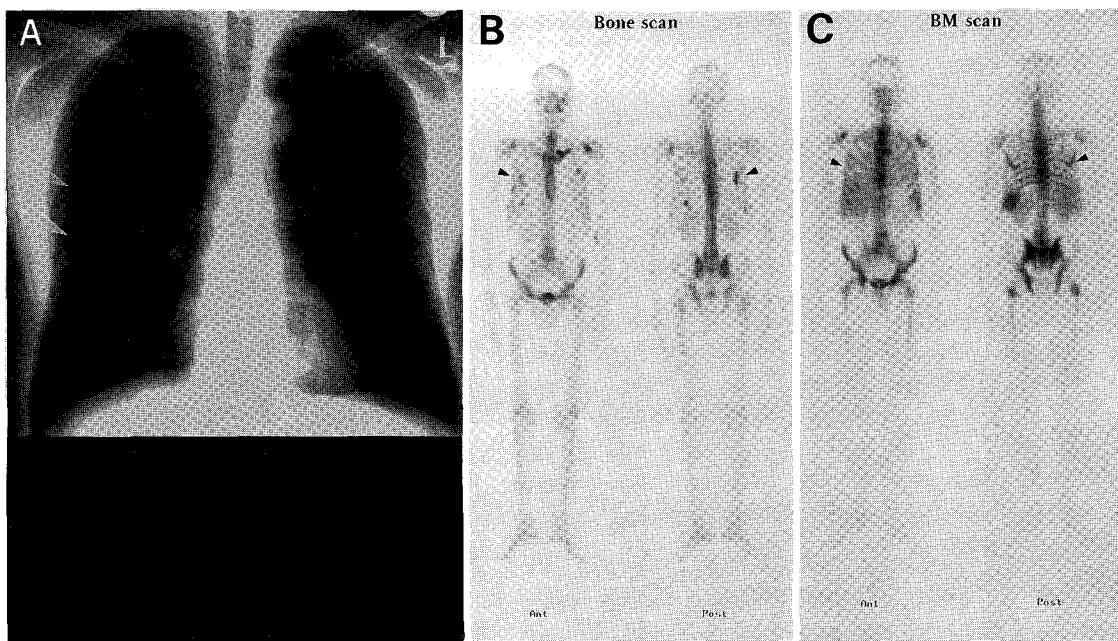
Case 3. 57 year old male (stage III). Fig 5A: Multiple rib fractures were noted in chest radiograph (white arrow). Fig 5B : Bone scan showed more extensive involvement in both sides of rib (arrow head: ◀) compared to simple radiograph. Fig 5C: Bone marrow scan showed grade III expansion of peripheral marrow, and multiple photon defects in both side of multiple ribs, sternum (arrow head: ◀), and proximal shaft of right femur.
